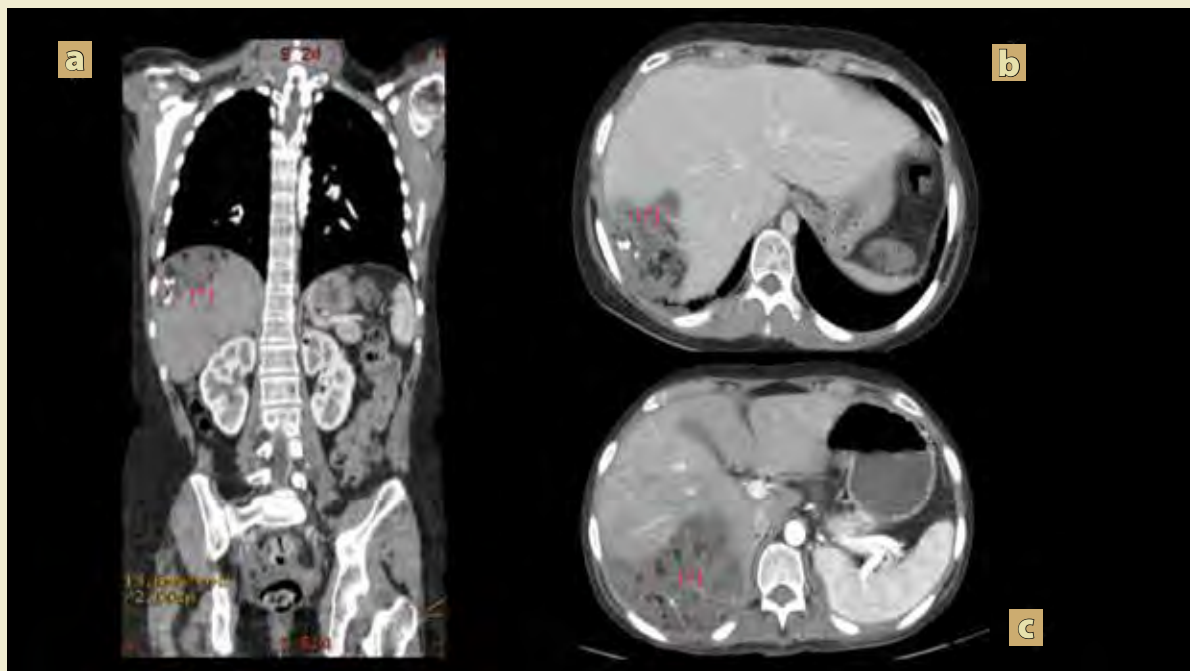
Tomografía abdominal con recidiva tumoral hepática en corte axial a) simple y b) contrastada c) reformateo coronal contrastada, hígado con parénquima heterogéneo a expensas de una imagen con bordes lobulados, localizada segmentos VII-VIII contenido heterogéneo por presencia de imágenes iso, hipo e hiperdensas en su interior en relación a componente graso, calcio y líquido (*).
